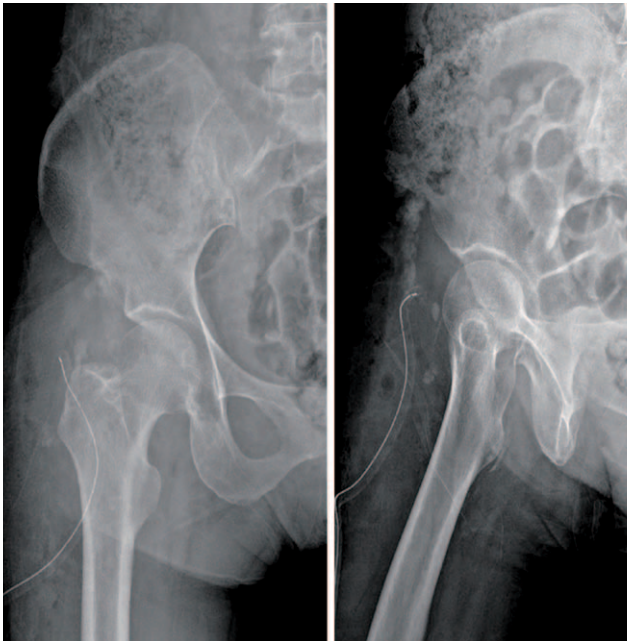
Postoperative plain pelvis AP and lateral radiographs shows the clearance of calcified masses around the hip joint.
